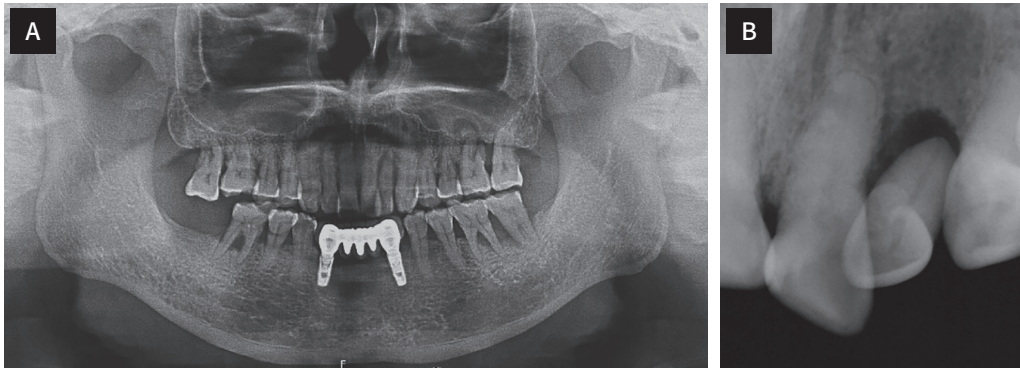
Pre-treatment panoramic radiograph (A) and periapical radiograph (B).
